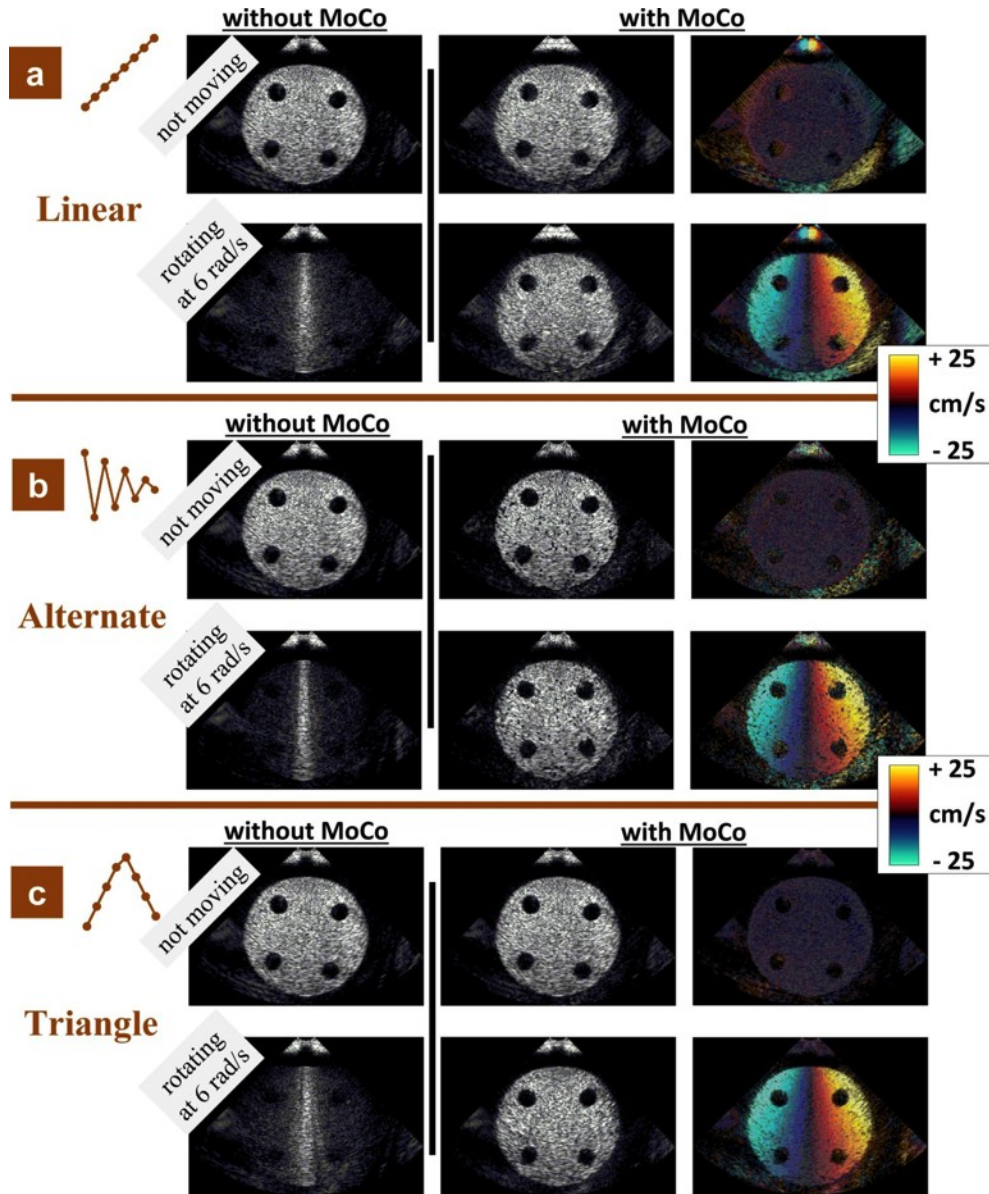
In vitro* experiments (disk). *In vitro* experiments were performed with motion, in a disk rotating at angular velocities ranging from 0 to 6 rad/s (maximum outer speed of ~30 cm/s). Linear (a), alternate (b) and triangle (c) tilt sequences were tested. The 1st and 2nd columns show the real envelope images without or with MoCo (motion compensation), respectively. The 3rd column represents the estimated tissue Doppler velocities.
